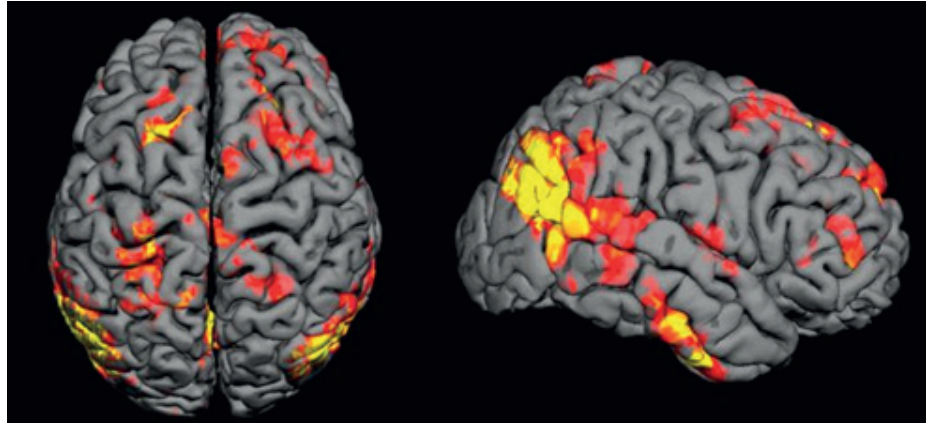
Функциональная МРТ головного мозга.
